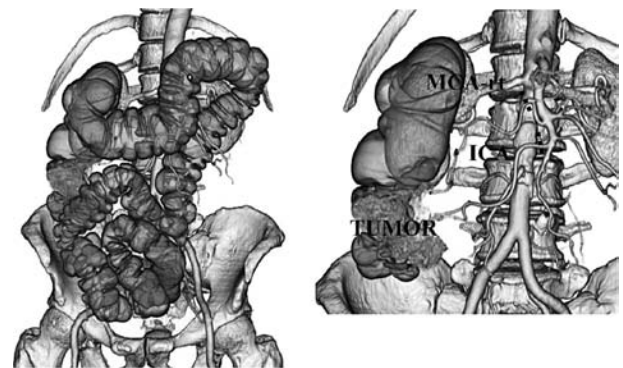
3D-CT arteriography. 3D-CT arteriography shows an ascending colon tumor fed by right branch of middle colic artery (MCA-rt) and iliocolic artery (ICA).
